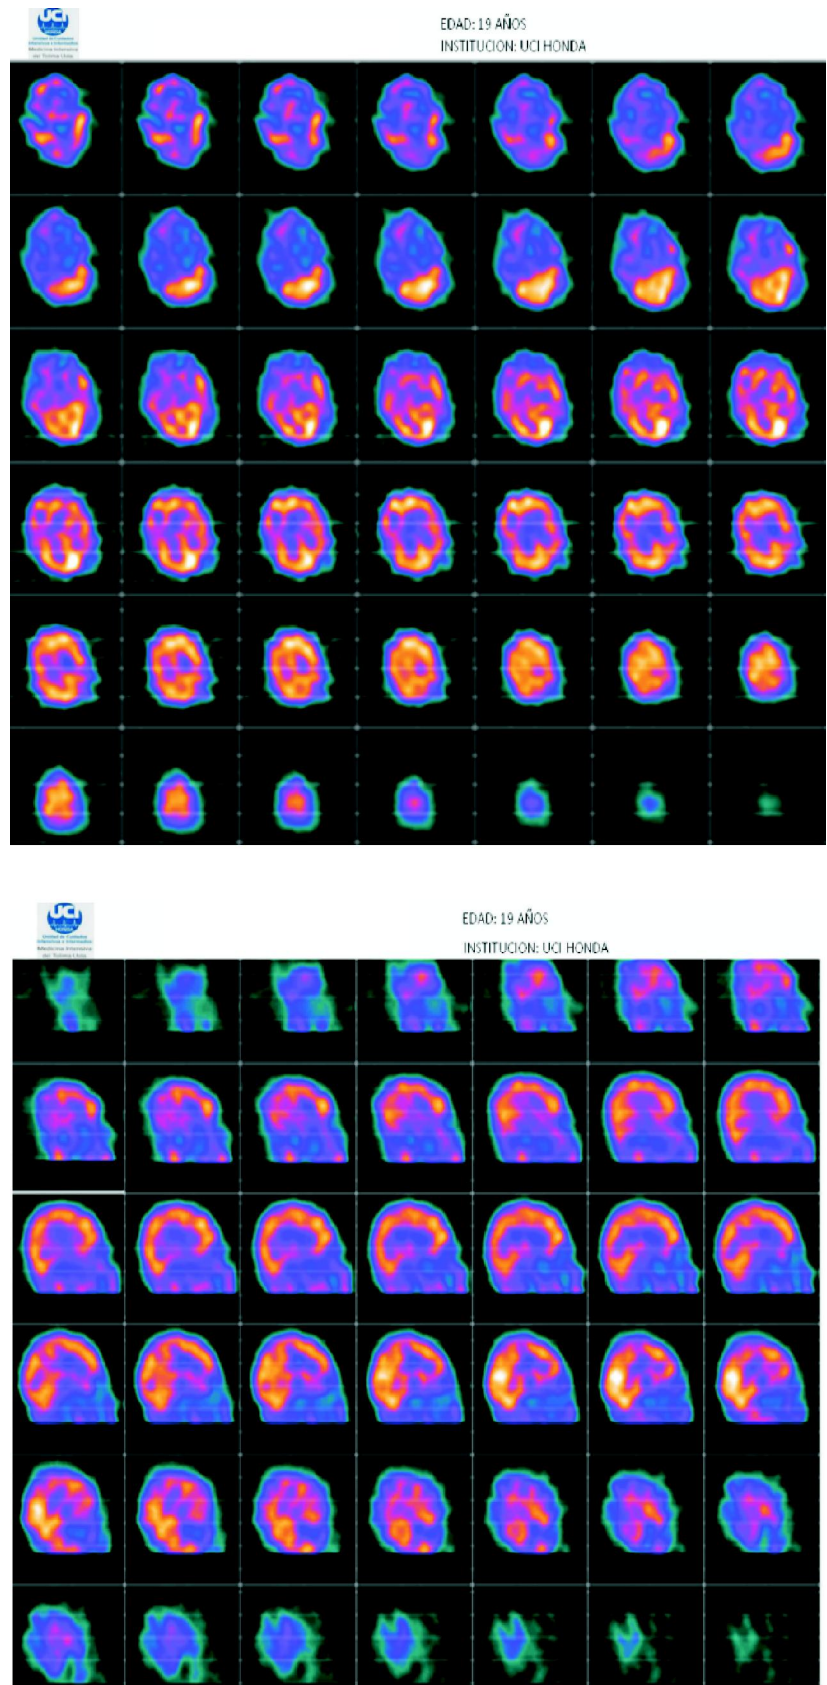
SPECT cerebral. Compromiso perfusorio ganglio basal y disminución funcional fronto temporal bilateral.
